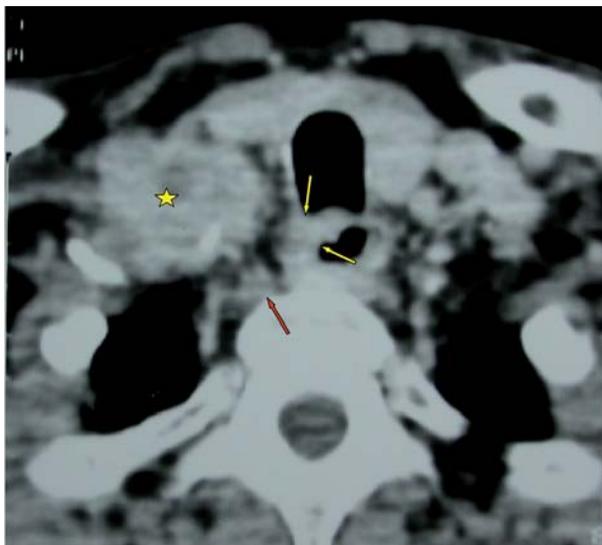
Mujer de 66 años con hemorragia digestiva y Horner derecho. TC del hueco supraclavicular con contraste. Conglomerado adenopático supraclavicular derecho (estrella), afectación del ganglio estrellado (flecha roja) y engrosamiento de la pared del esófago cervical (flechas amarillas) por carcinoma epidermoide.
